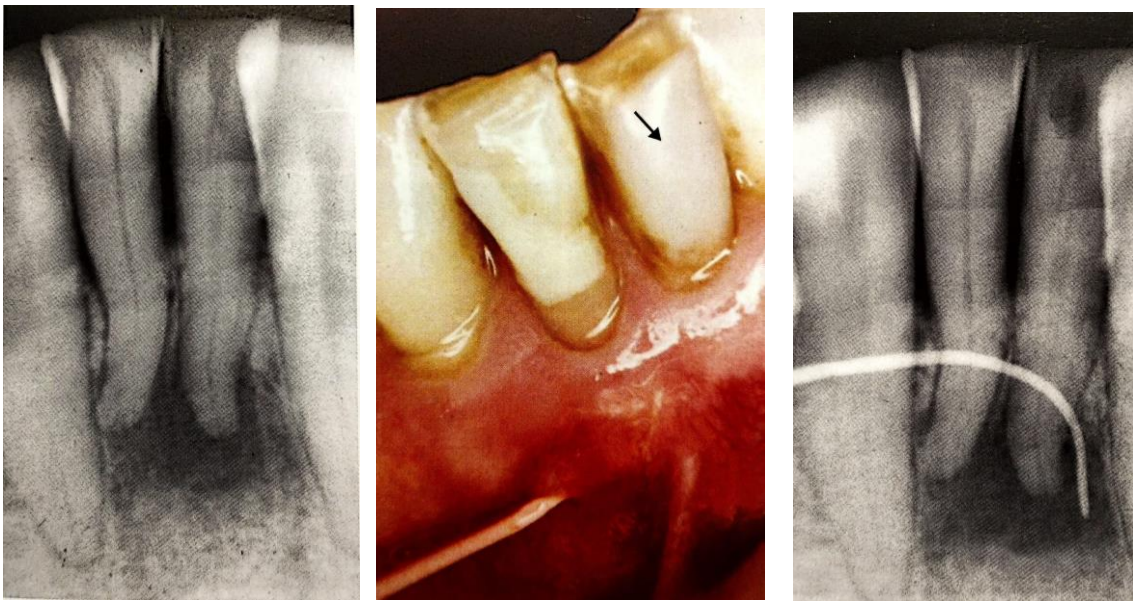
La fístula presente se encuentra lejos del diente problema (señalado con una flecha). El cono de gutapercha se introduce a través de la fistula y al tomar la radiografía, revela su origen en el diente 31, aunque la entrada es por la cara distal del diente 41.
